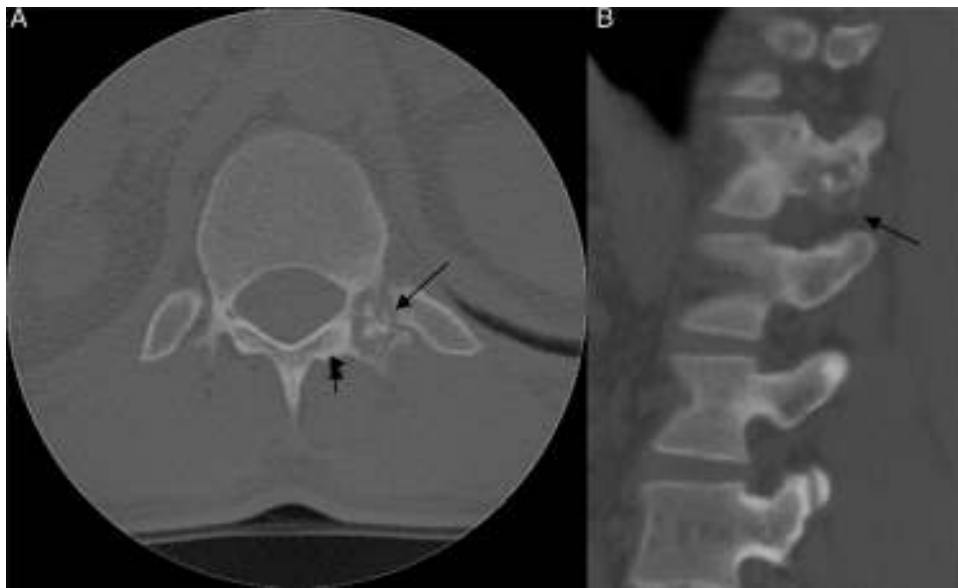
Osteoblastoma. A) mujer de 29 años de edad. Imagen axial de TC. En el pedículo izquierdo de T12, lesión osteolítica de unos 1,7 cm de diámetro, ligeramente expansiva, con adelgazamiento de la cortical ósea (flecha larga), áreas de calcificación central y ligera esclerosis periférica (flecha corta). B) Imagen sagital de TC. Se observa con más claridad la naturaleza expansiva del tumor, con adelgazamiento de la cortical inferior del pedículo (flecha), pero sin extensión a las partes blandas adyacentes. Estos hallazgos radiológicos y el tamaño de la lesión apoyan el diagnóstico radiológico de un osteoblastoma vertebral.
